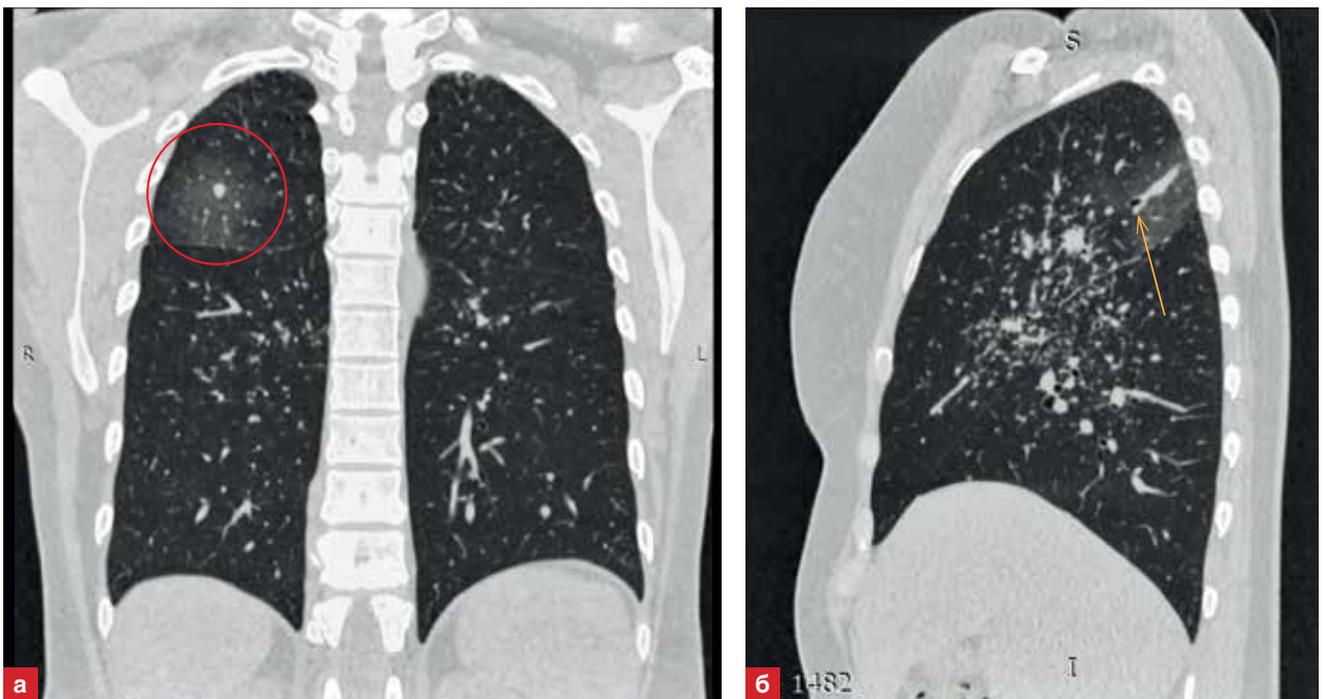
Изменения на КТ ОГК у пациентов после ТБКЛ (а – появление участка затемнения в зоне биопсии, б – участок деструкции легочной ткани в зоне биопсии)
